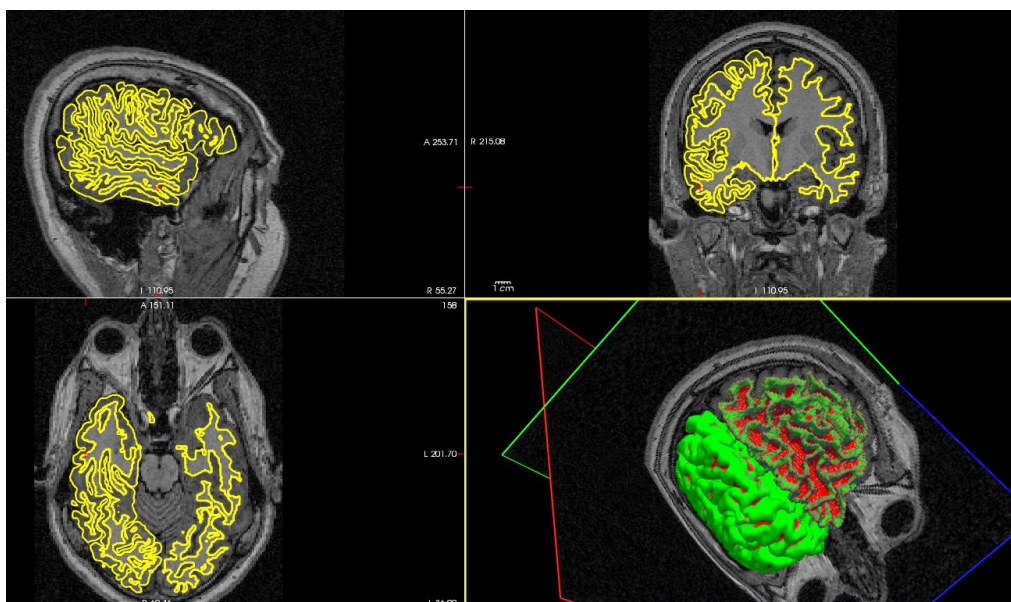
МРТ-изображение, обработанное с помощью FreeSurfer
